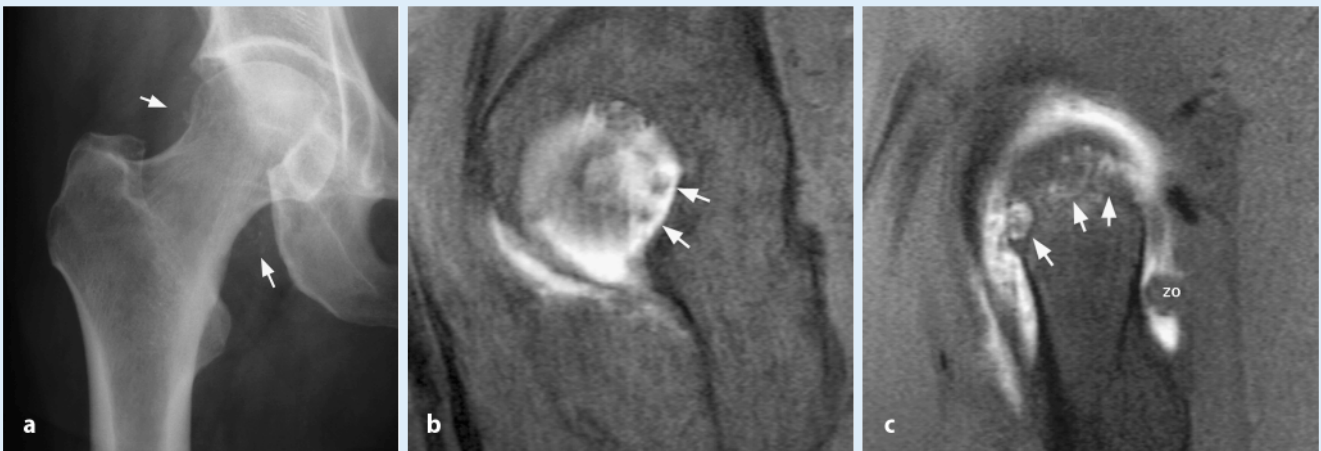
▲ Osteo-/Chondromatose eines rechten Hüftgelenks, a.-p.-Röntgenaufnahme mit stippchenförmigen Verkalkungen (a), MRA in sagittaler Schichtung auf Höhe der Fossa acetabuli (b) und des ventralen Kopf-Hals-Übergangs (c; ZO Zona orbicularis). (Mit Genehmigung von M. Dienst)
